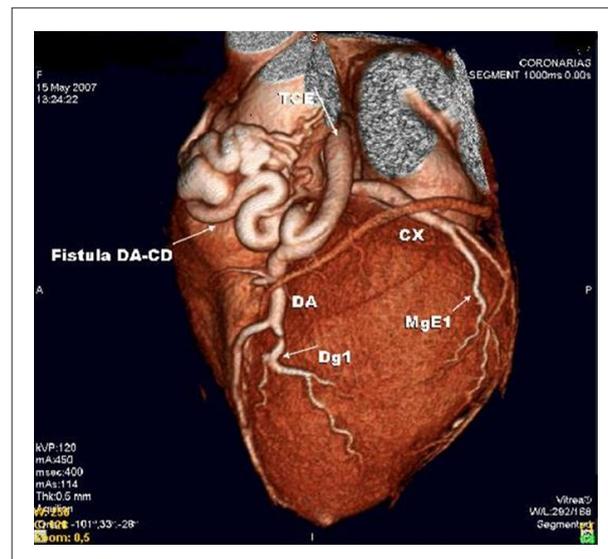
Angiograma Coronario con Tomografía Computada mostrando una gran fístula arterial coronaria.
